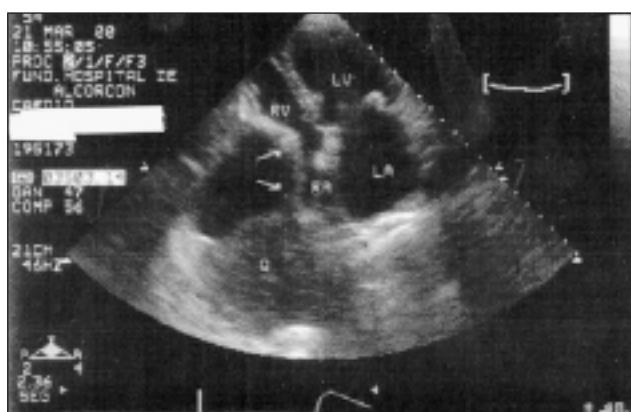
Ecocardiograma trastoráxico de paciente con masa mediastínica que producía compresión de cámaras derechas y clínica que asemejaba la insuficiencia cardíaca derecha, Q = masa, las flechas señalan la compresión extrínseca del tumor, RV = ventrículo derecho, RA = Aurícula derecha, LA = aurícula izquierda, LV = ventrículo izquierdo.
